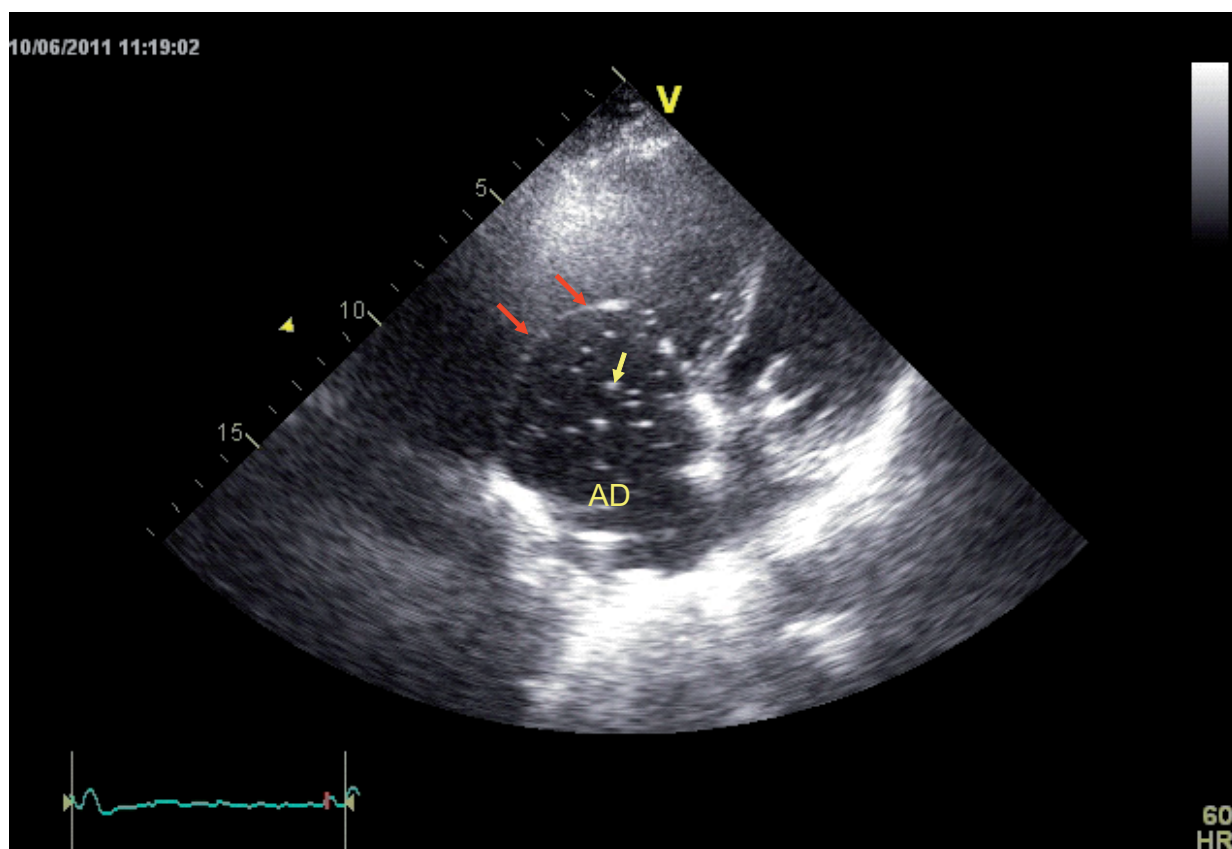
Ecocardiograma que muestra la aurícula derecha (AD), las burbujas de suero salino agitado (flechas amarillas) y la pared auricular que contacta con el quiste (flechas rojas).
